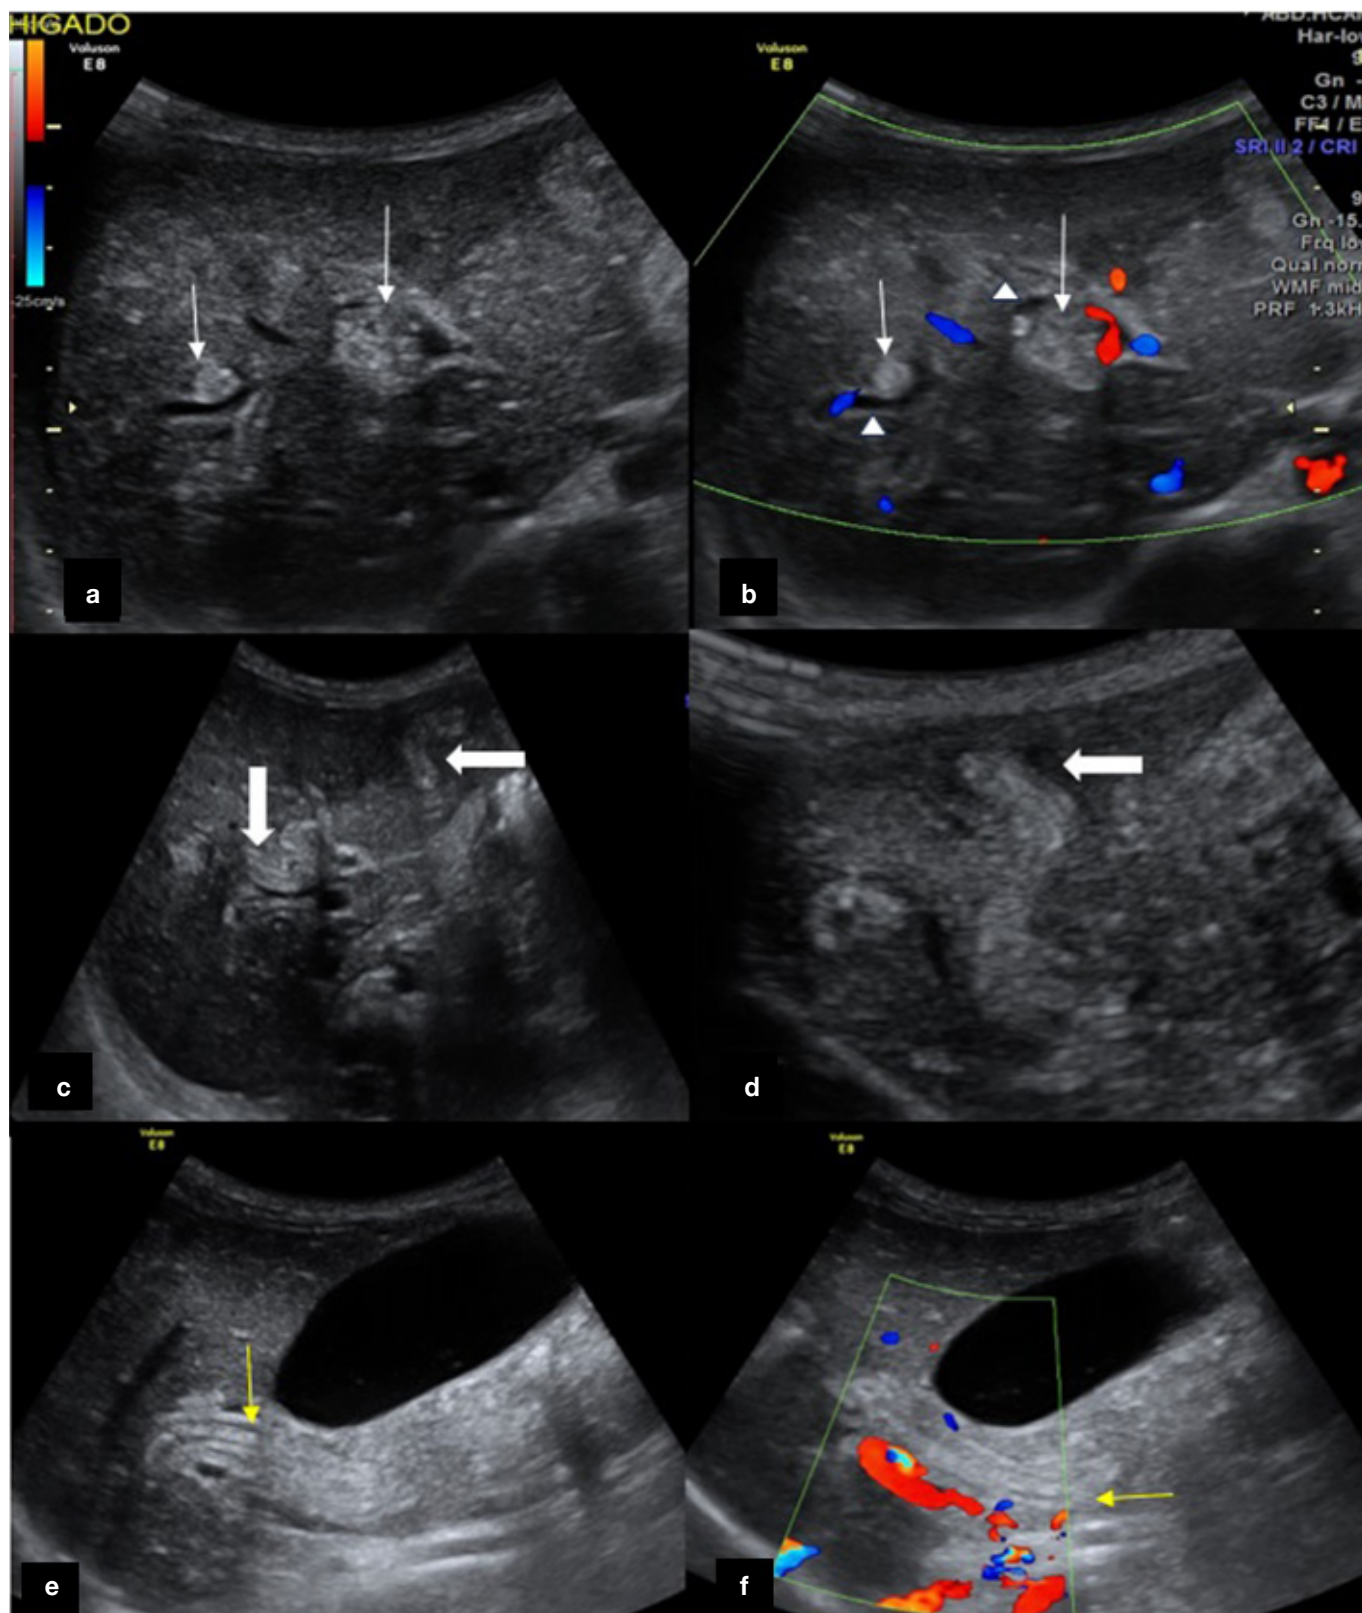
Ecografía hepática. a, b, c, d: Parénquima hepático de ecogenicidad heterogénea con aumento de la ecogenicidad de los manguitos periportales, se observa redondeadas hiperecogénicas e interfases longitudinales lineales serpiginosas superpuestas sin flujo al eco Doppler (flecha blanca fina y gruesa respectivamente), vía biliar intrahepática prominente (cabeza de flecha) e, f: Interfases longitudinales superpuestas en el conducto biliar principal que no generan sombra acústica posterior ni presentan vascularidad al eco Doppler color (flecha amarilla).
